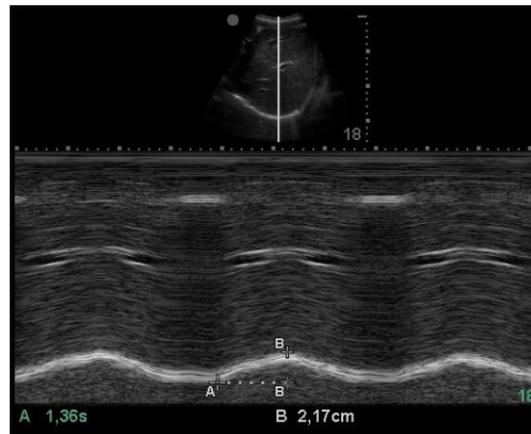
Medición de la excursión diafragmática mediante ecografía.
